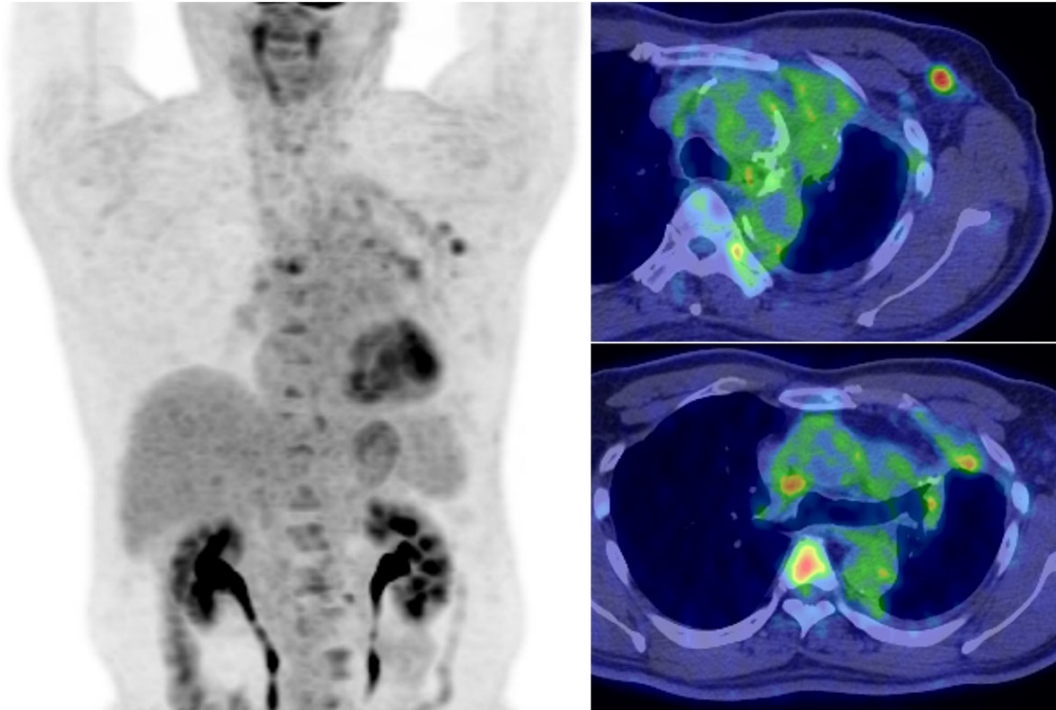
FDG-PET/CT revealed the accumulation of FDG in the left axillary lymph node and thoracic vertebra.
